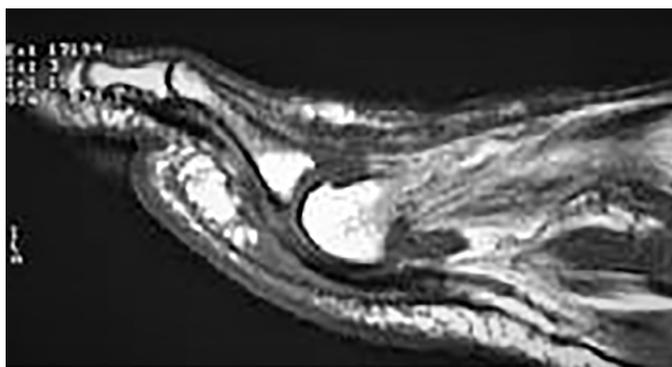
Metatarsalgia, imagen de RM
